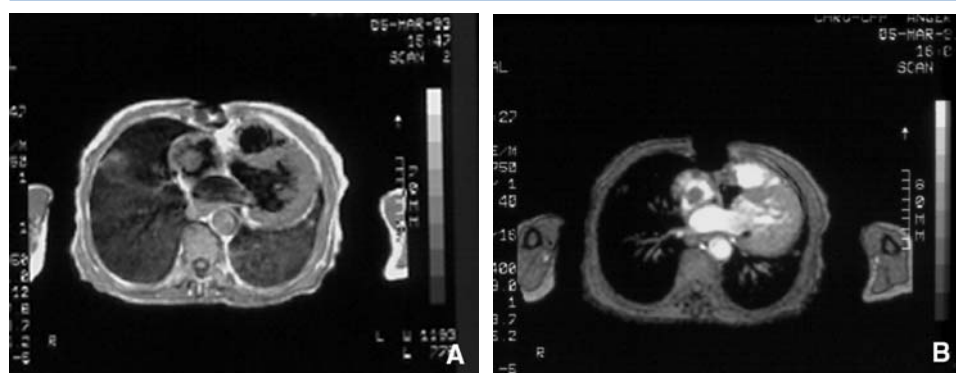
Myxome de l'oreillette droite en IRM coupe transversale.
